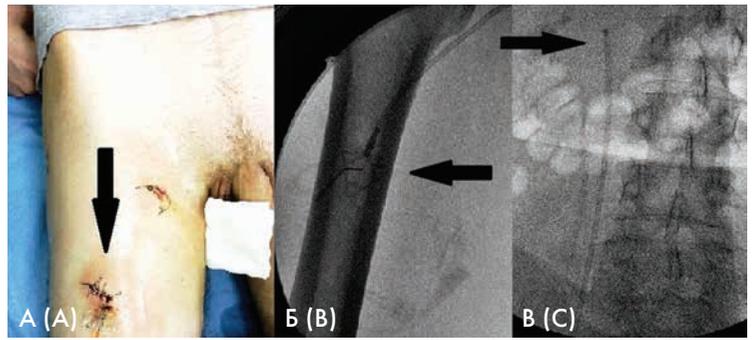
Порт-система, установленная через бедренную вену. А — внешний вид с позиционированием камеры на бедре (стрелкой обозначена камера порт-системы с установленной иглой Губера); Б, В — вид при рентгеноскопии при установке порт-системы (Б — стрелкой обозначена камера порт-системы (пластиковая) с рентгенопозитивной подложкой; В — стрелкой обозначен рентгенконтрастный конец катетера порт-системы в просвете нижней полой вены).
